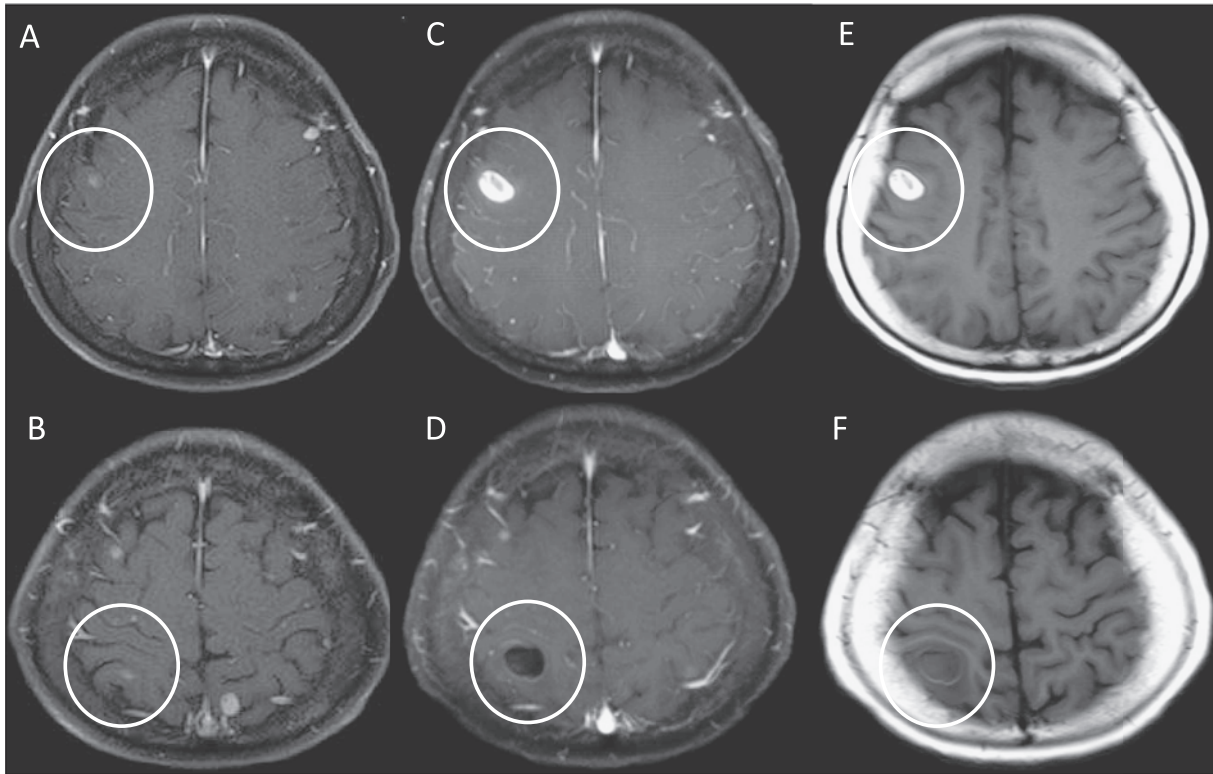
(A, B) Contrast-enhanced T1-weighted brain MR image shows brain metastases in the right frontal and occipital lobes before WBRT. (C-F) Hemorrhages occurred in these metastases after WBRT. (C, D) Contrast-enhanced T1-weighted brain MR image. (E, F) Plain T1-weighted brain MR image.
